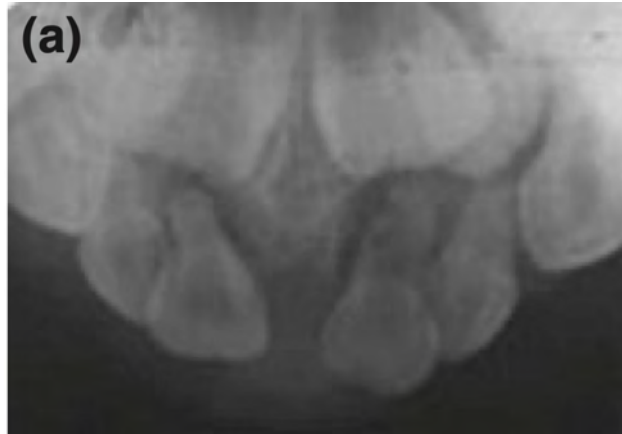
Dientes 51 y 61 con zonas radiolúcidas periapicales y reabsorción radicular y ósea.<sup>45</sup>
